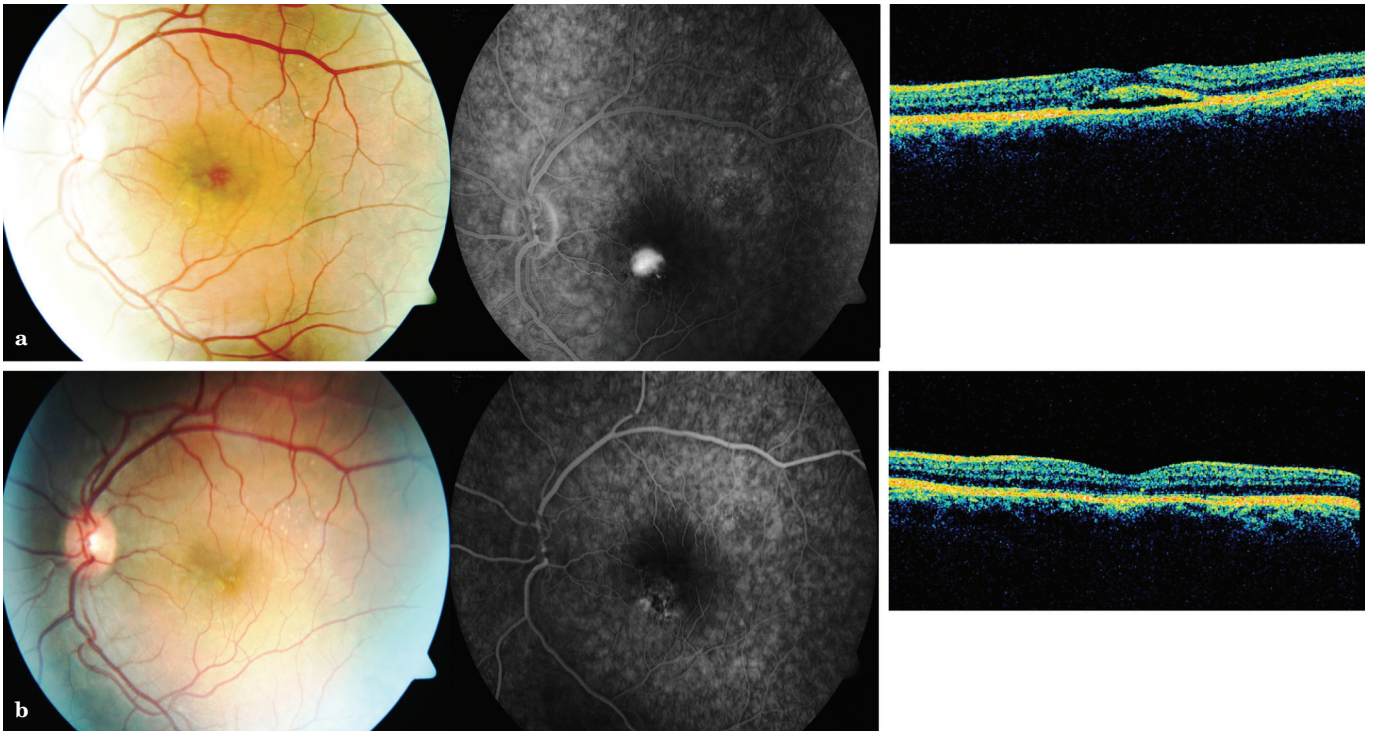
Kronik santral seröz koryoretinopati nedeni ile Fotodinamik tedavisi uygulanan 35 yaşında erkek hastanın tedavi öncesi (a) ve sonrası (b) renkli fundus fotoğrafı, fundus anjiografi ve optik koherens tomografi görüntüleri.
